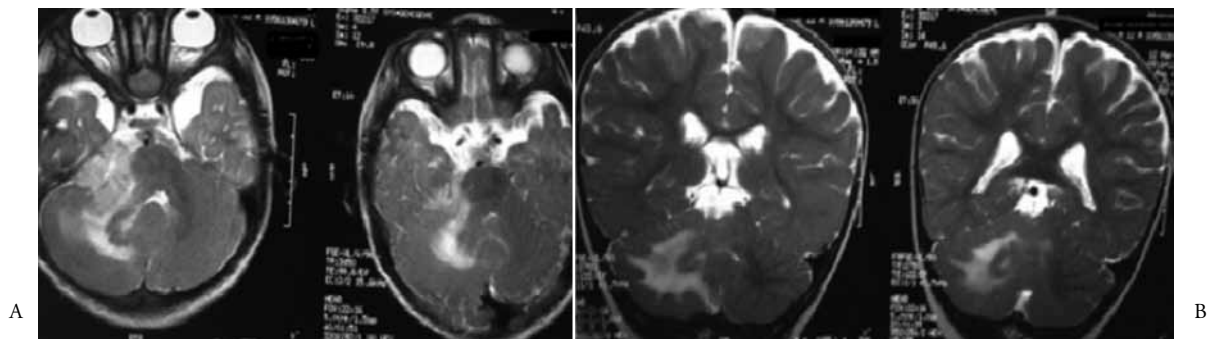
A y B. A. Resonancia magnética cerebral potenciada en T2, corte sagital
